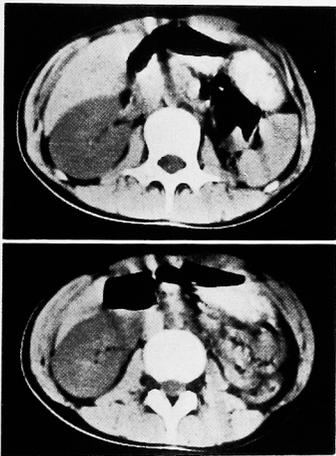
CT scan of upper abdomen shows absence of left kidney
